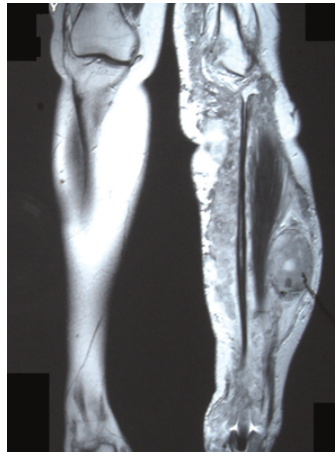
Größere Nerventumore bei Patienten mit Neurofibromatose Typ I sind hochverdächtig auf MPNST. MRI.
